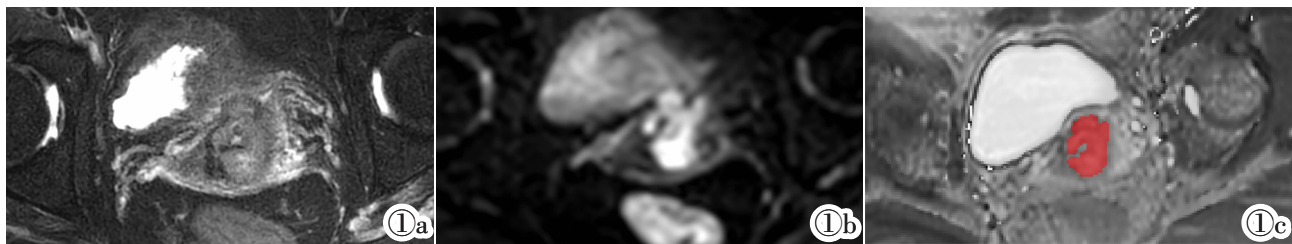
女,57 岁,I B2 期宫颈低分化鳞状细胞癌。图 1a:轴位 T₂WI 脂肪抑制序列,所示为肿瘤最大层面;图 1b:轴位 DWI 对应层面图像;图 1c:轴位 T₂ mapping 序列对应层面图像及手动勾画的 ROI。
